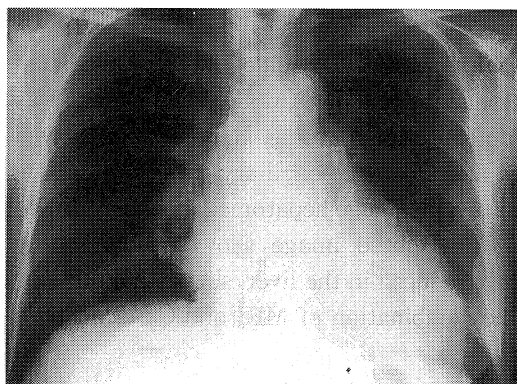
Chest X-ray on admission showed an increase in the size of the cardiac silhouette.
